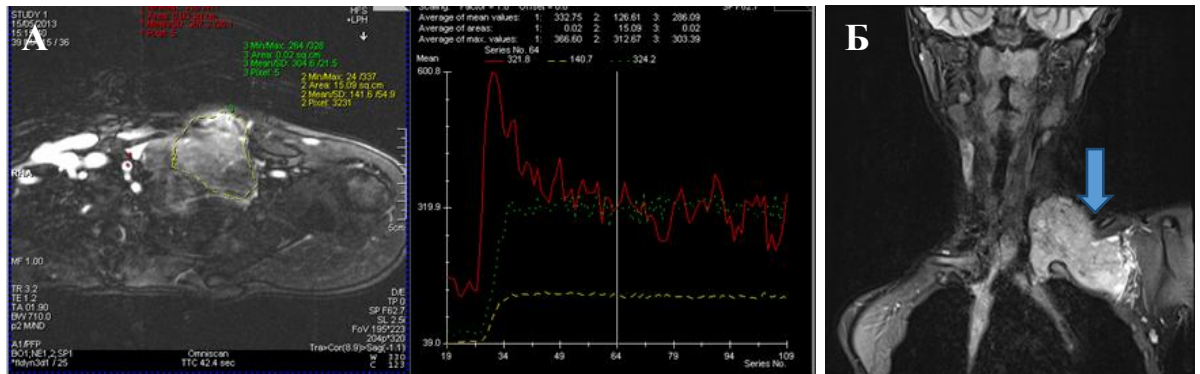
ПНЭО мягких тканей надключичной области слева. Мальчик 16 лет. А — динамическая контрастная МРТ, аксиальная проекция, субтракционное изображение в T1-ВИ: 1 — артерия (красная кривая), 2 — наиболее контрастируемый участок — III тип кривой (зеленая кривая), 3 — весь объем контрастируемых тканей — III тип кривой (желтая кривая). Б — T2-FS-ВИ, косо-коронарная проекция. В мягких тканях надключичной области слева определяется образование узлового типа роста, с четкими контурами, бугристой поверхностью, неоднородной структуры (стрелка)
